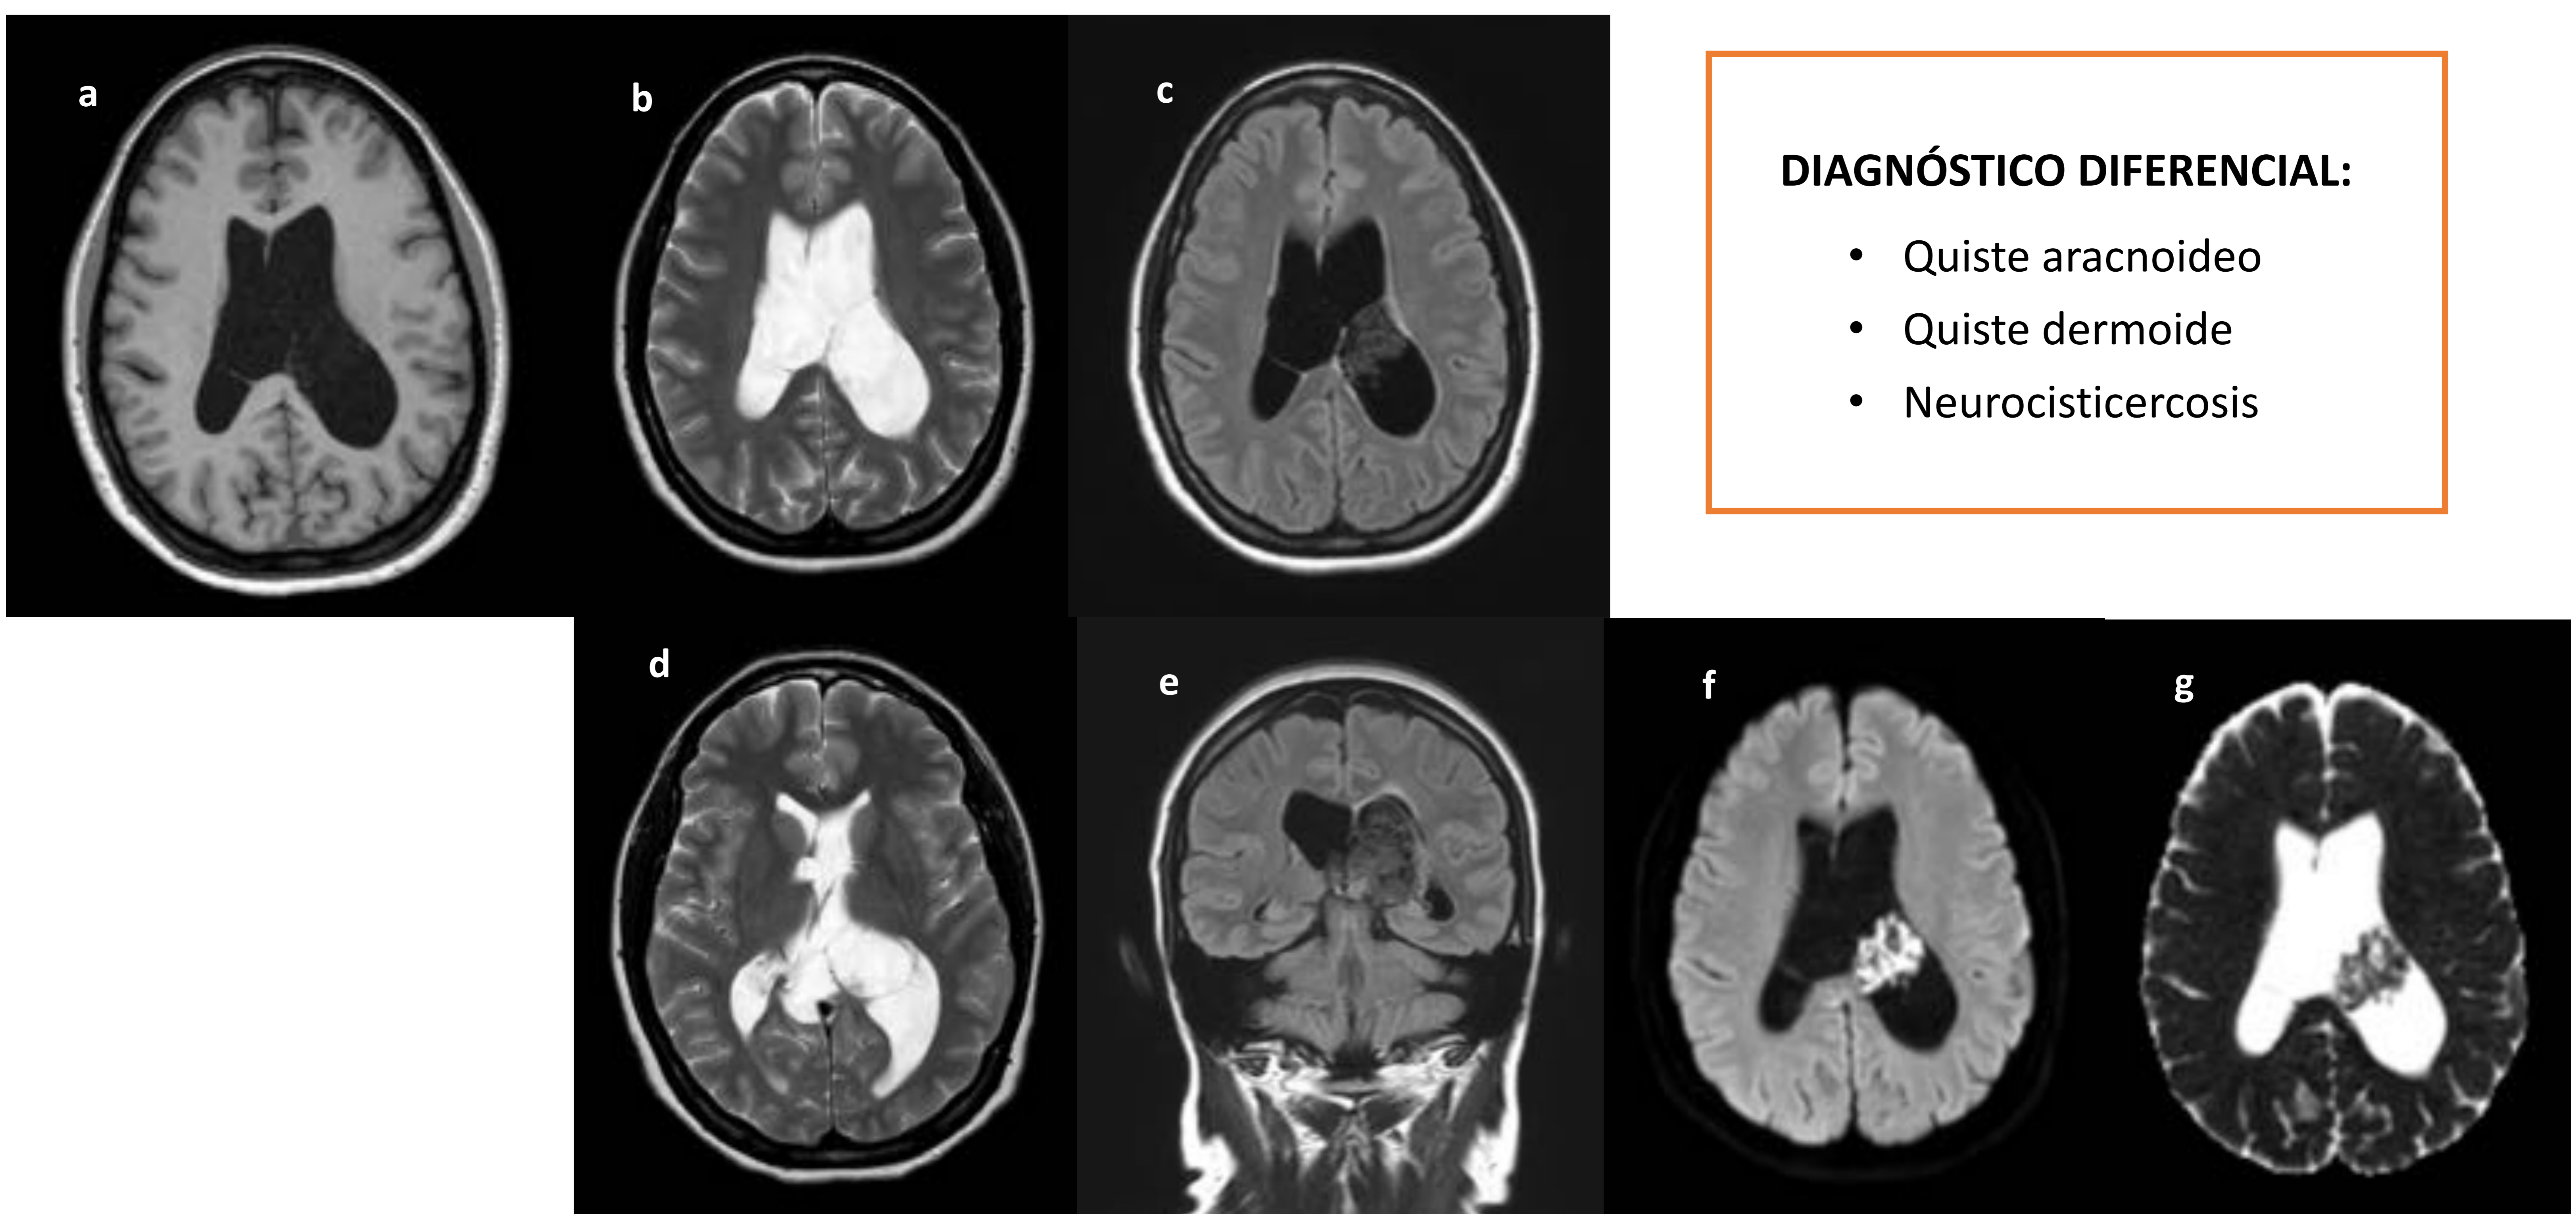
Cortes axiales de RM en T1 (a), T2 (b, d), FLAIR (c), difusión (f) y mapa ADC (g), y corte coronal de RM en FLAIR (e).
